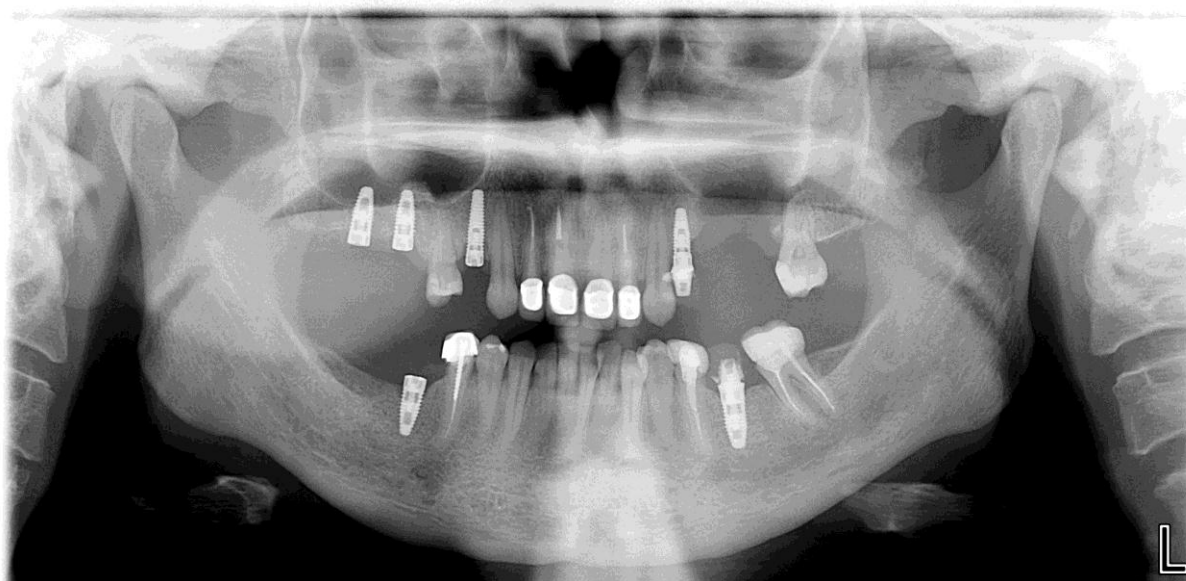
Ortopantomografia realizada a 08-06-2012
